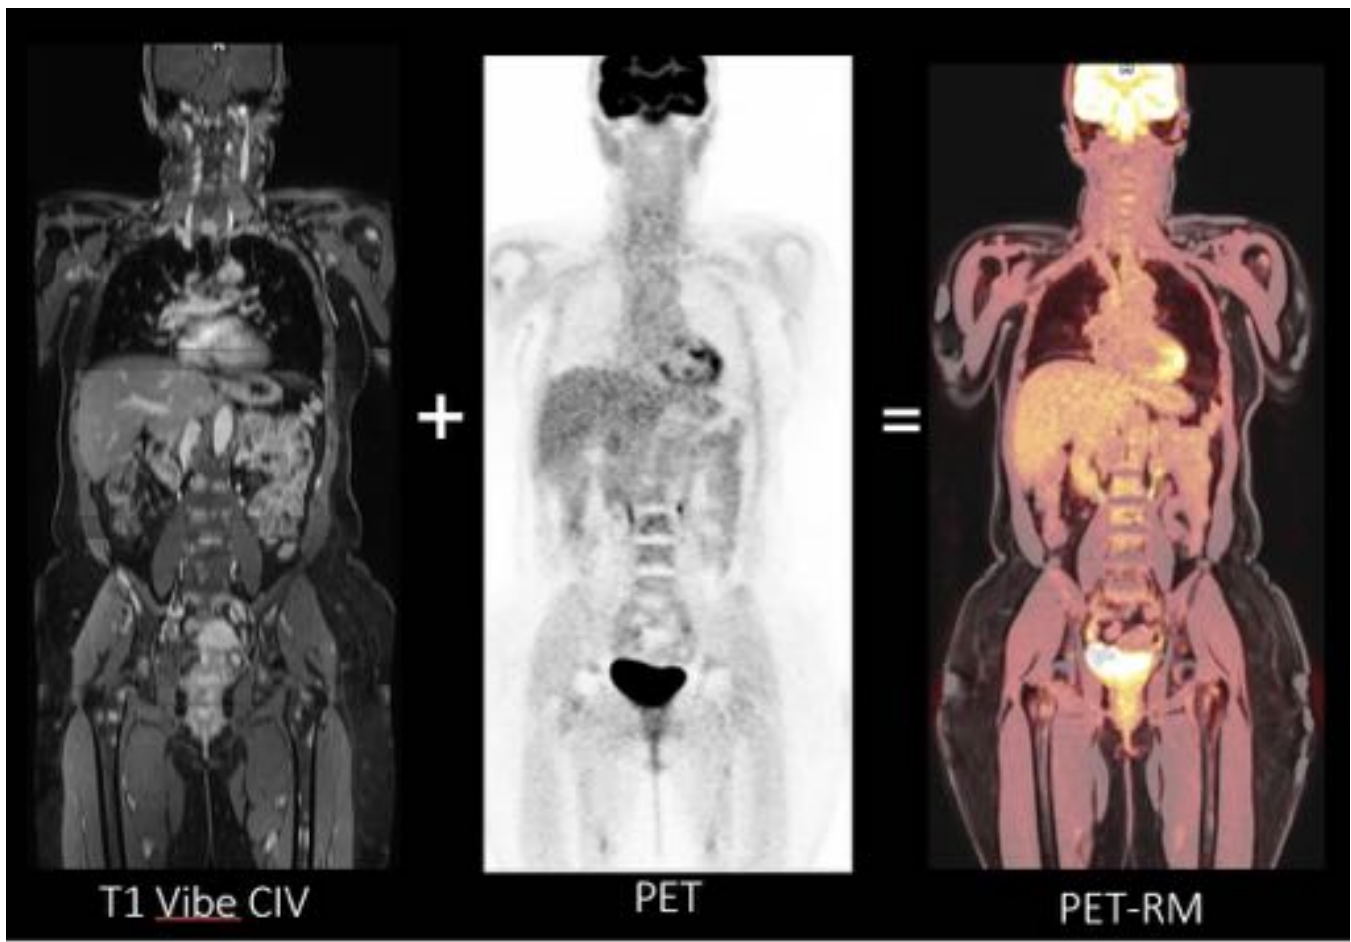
Imagen de PET-RM de cuerpo completo. MPR coronal. La fusión del PET puede hacerse a cualquier secuencia de RM. En esta figura a la izda. secuencia Vibe (T1FS) postcontraste iv, PET en el centro y fusión de ambos estudios a la dcha.
